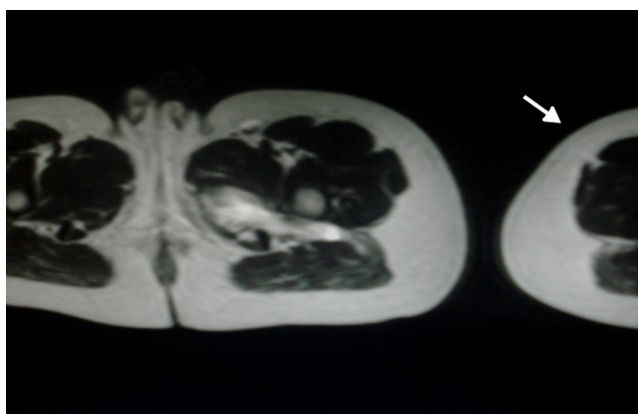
RM de caderas, corte axial, en ponderación T2: se aprecia un corte abrupto del muslo derecho que se continúa a la izquierda de la imagen (flecha). Este es el artefacto de solapamiento.
